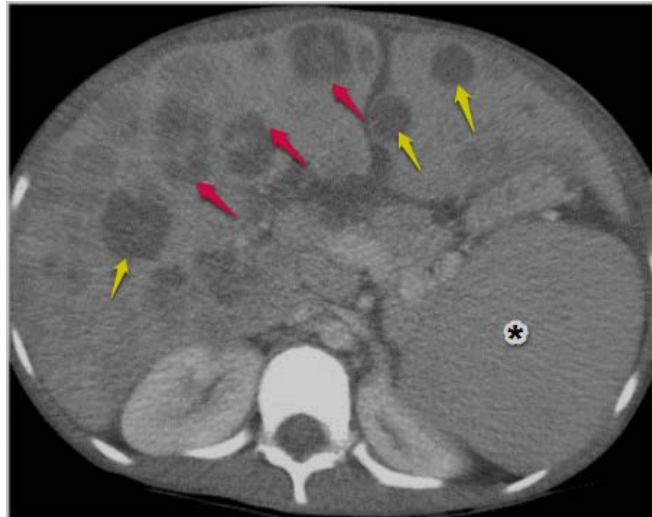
Fille de 12 ans avec histoire sous immunosuppresseurs pour maladie intestinale chronique inflammatoire (mici) avec lymphome hépatique primitif B. TDM après injection de produit de contraste montre plusieurs lésions hépatiques hypodenses (flèches jaunes). Certaines présentent un léger rehaussement en forme de cible (flèches rouges). On remarque aussi une splénomégalie (étoile) [19].
